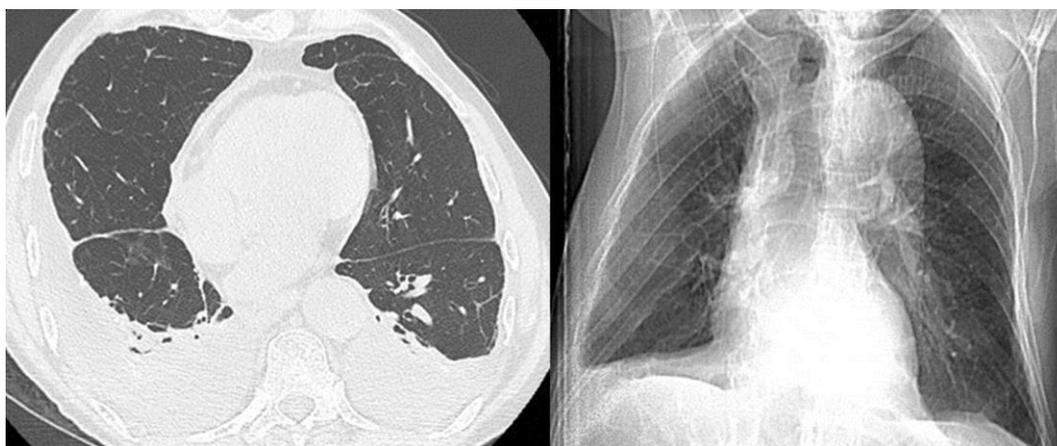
Tomografia computadorizada de tórax cortes axial e coronal mostrando área de derrame pleural.
